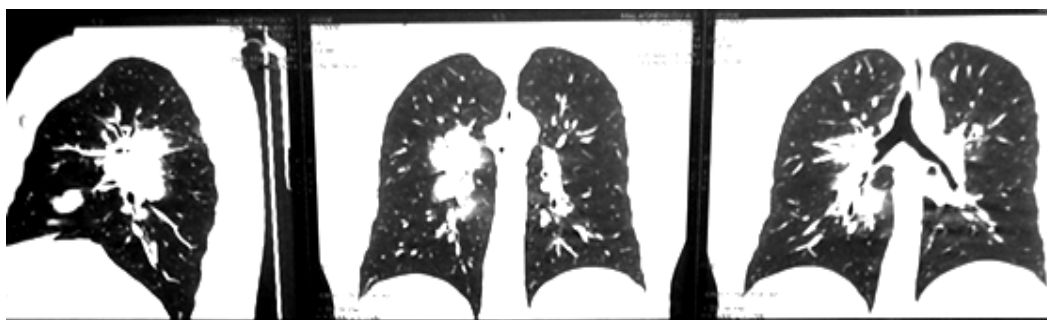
Данные компьютерной томографии легких больного М. до лечения. Отчётливо выявляются множественные инфильтраты в прикорневых зонах легких
